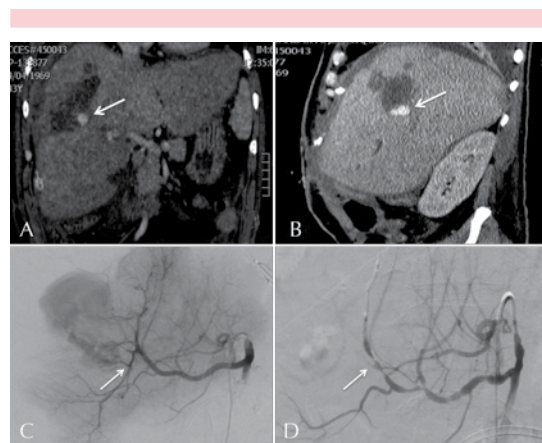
Angiotomografía. A. Corte coronal. B. Corte sagital donde se observa imagen sacular hiperdensa (flecha) correspondiente a pseudoaneurisma hepático, adyacente se identifica lesión hipodensa perihepática de $8.5 \times 8 \times 6$ cm, de atenuación promedio 25 UH compatible con un hematoma contenido. Angiografía de tronco celiaco. C. Fuga del material de contraste de la rama anterior y posterior de la arteria hepática derecha (flecha), correspondiente a pseudoaneurisma roto. D. Control posembolización satisfactorio.
